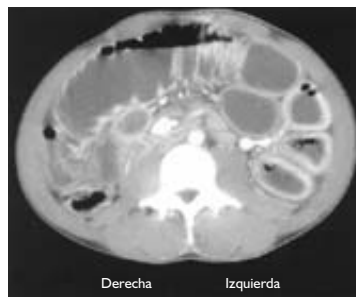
Strongyloidiasis intestinal diseminada. La tomografía computada mostró el edema y aplanamiento de la mucosa intestinal, aumento de volumen de los ganglios retroperitoneales.
